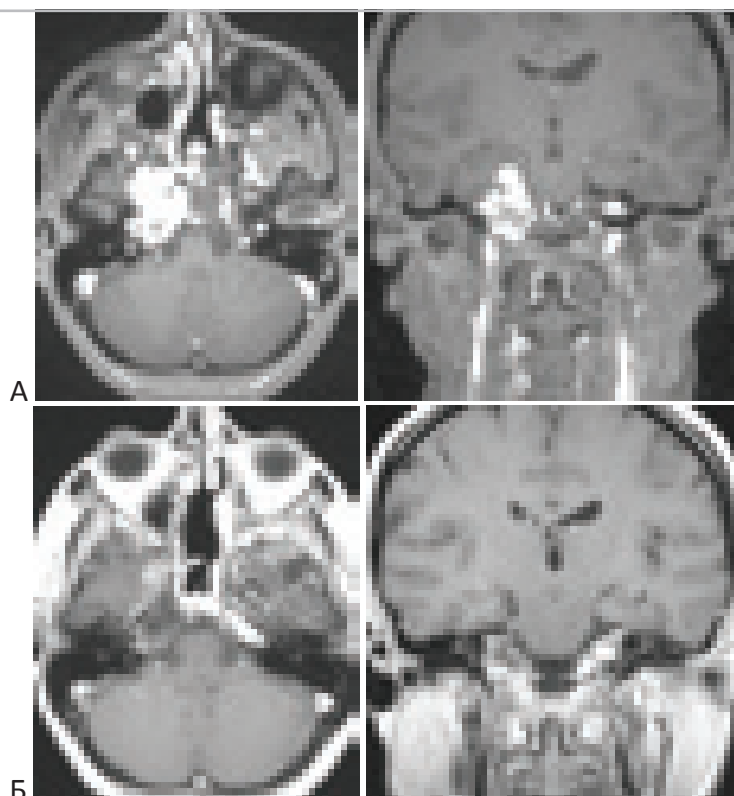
Динамика МРТ изображений больной с хордомой основания черепа после радиотерапии. Больная Г-ва 41 год. “А” – до лучевой. “Б” – через 1 год после стереотаксической радиотерапии. Новалис. СОД 70 Гр. Число фракций – 35.
